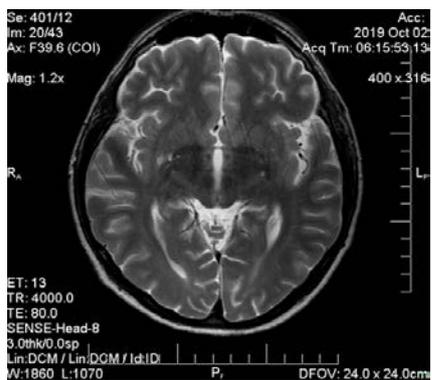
Контрольная МРТ головного мозга от 02.10.2019 г. Сканер Philips Achieva 3T Quasar Dual TX. Режим T2. Немногочисленные зоны гиперинтенсивности белого вещества темных долей мозга и таламусов
